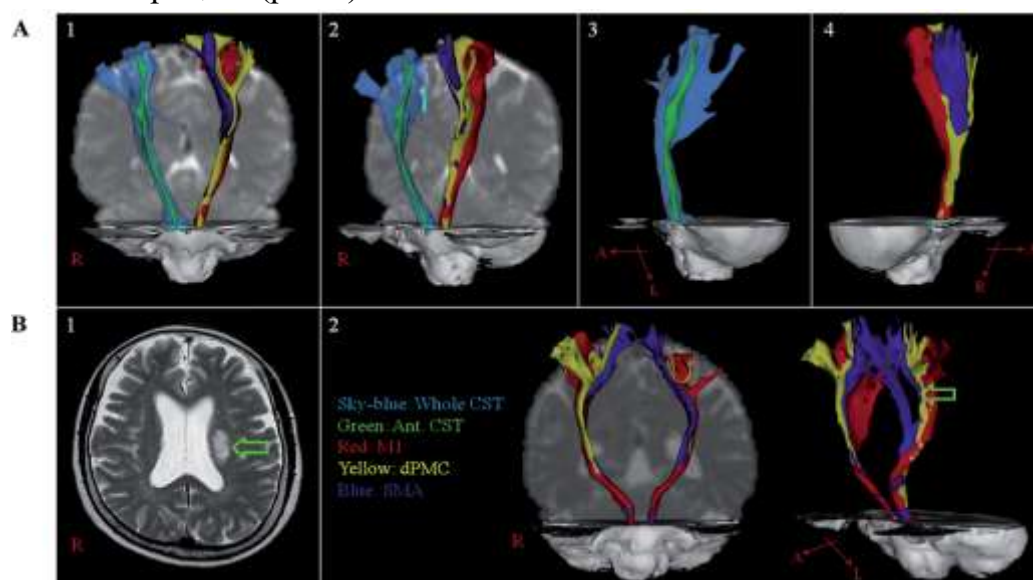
Диффузионно-тензорная трактография КСТ у:
